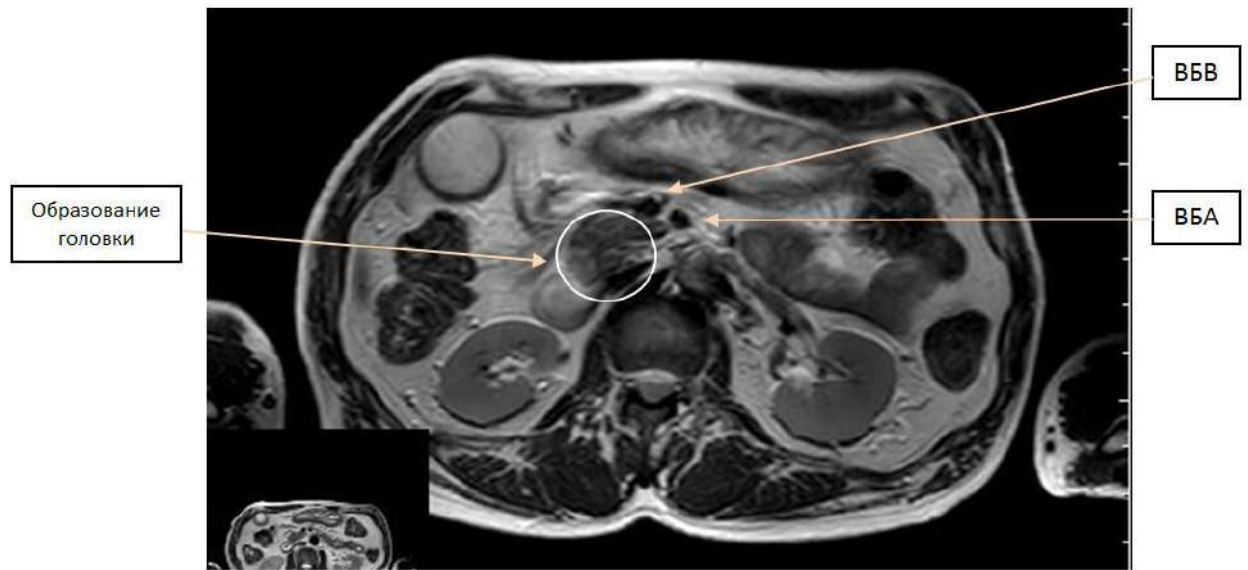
Магнитно-резонансная томограмма, T2-ВИ. Визуализируется объемное образование головки поджелудочной железы, обхватывающее ВБВ $>180^\circ$
